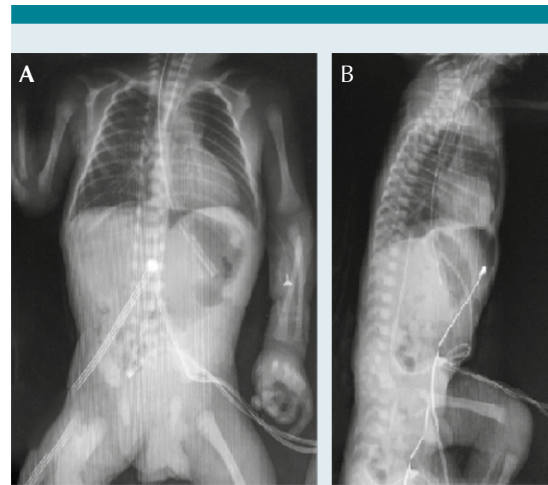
A: Radiografía toraco-abdominal anteroposterior en posición de pie con neumoperitoneo. B: Radiografía toraco-abdominal en decúbite lateral en posición de pie, con neumoperitoneo.
